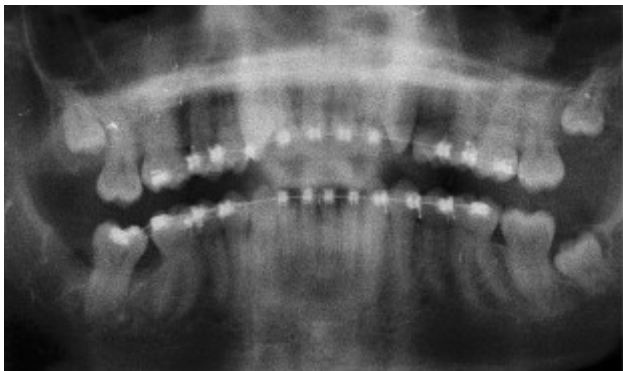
Ortopantomografía postquirúrgica. Se observa la recolocación quirúrgica del 47.
